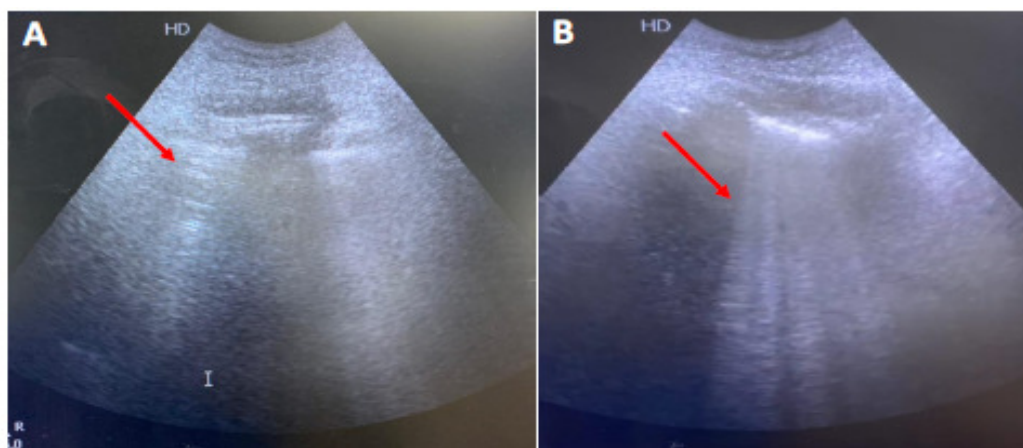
Lung ultrasound imaging: (A) A-lines in zone 2 and (B) B-lines in zone 5.
